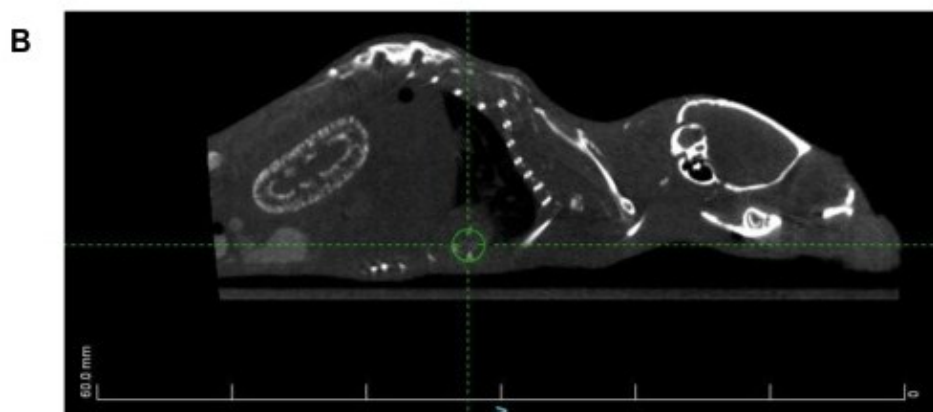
Parasagittaler Schnitt einer  $\mu$ -CT-Auswertung von einer DBA/2 Maus unter Hochphosphatdiät mit Nephrokalzinose
